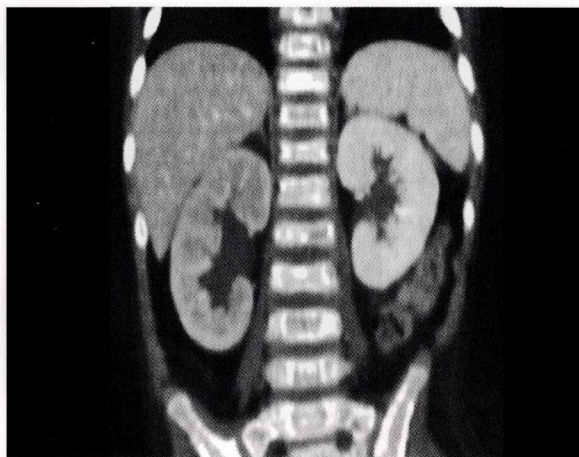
TAC de abdomen, uropatía obstructiva derecha, secundaria a litiasis.
